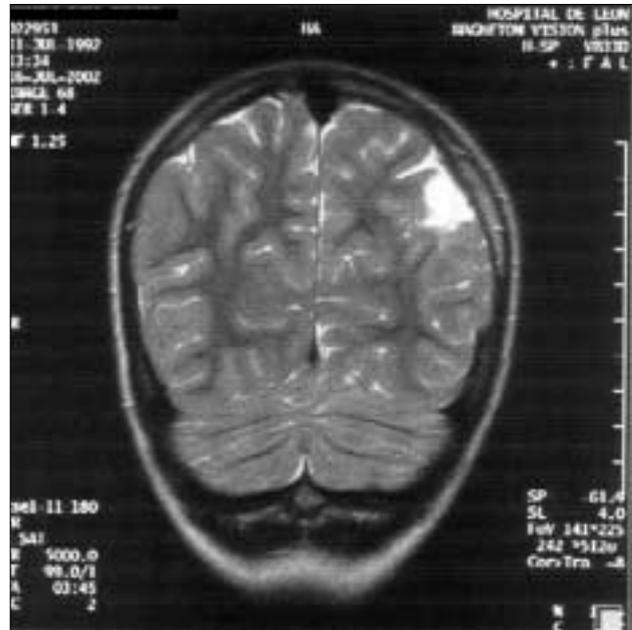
RMN mostrando imagen de hipodensidad cortical en zona parietal posterior izquierda correspondiente a un infarto cerebral antiguo.
